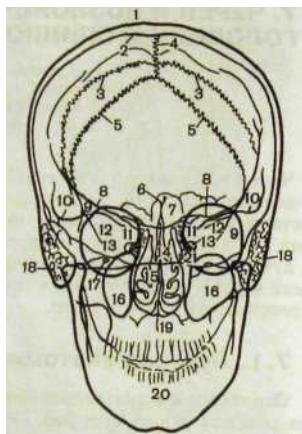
187. Обзорные рентгенограммы черепа и схемы к ним.
